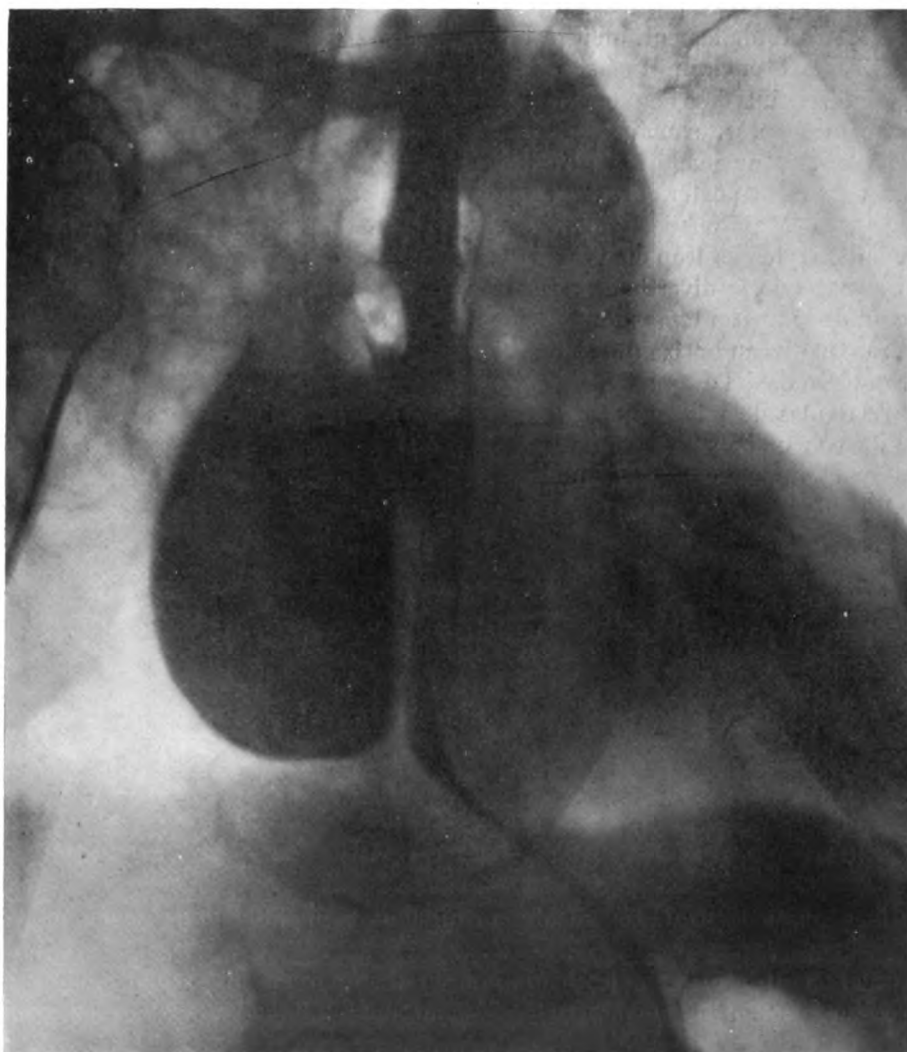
Diverticule intra-thoracique de l'œsophage. — Radiographie en position oblique antérieure droite.
